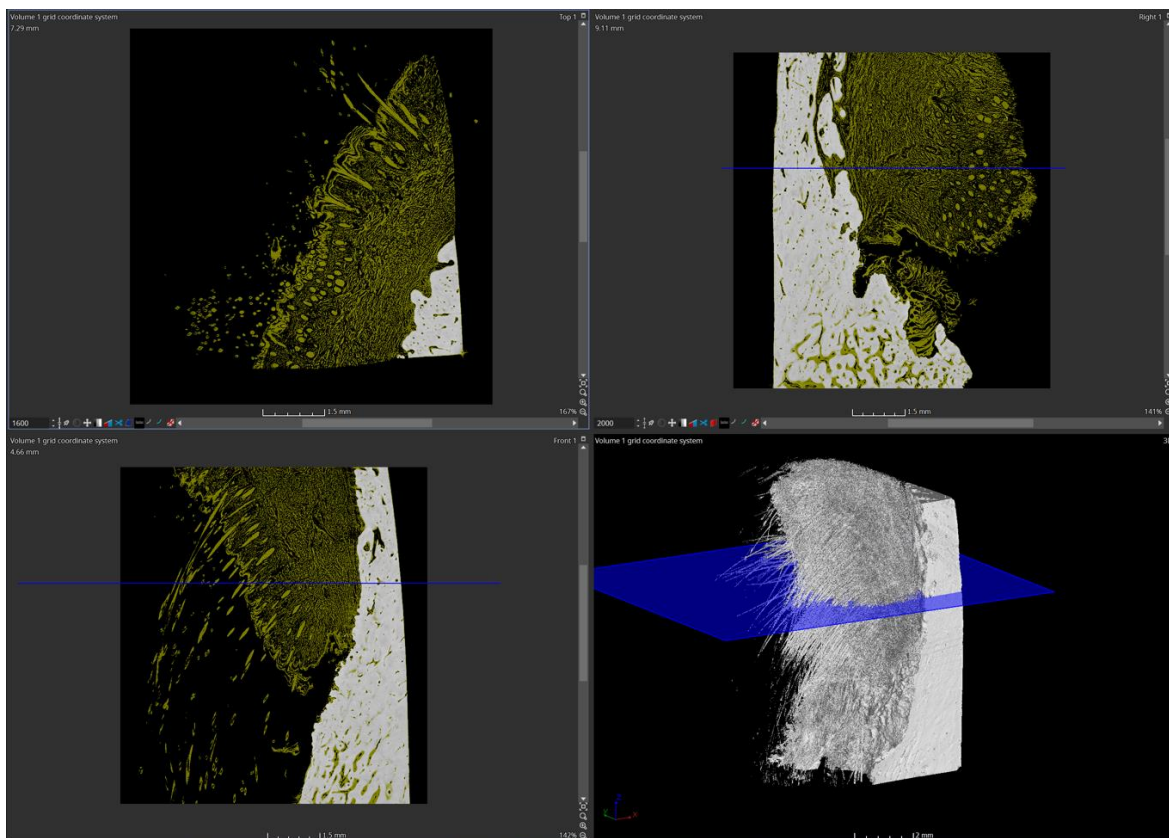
Vzorek pro micro-CT skenování
